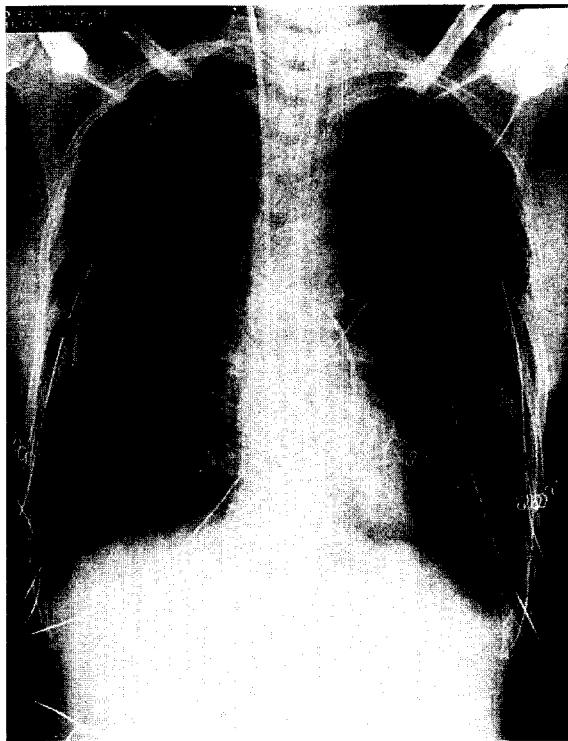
Chest radiograph obtained immediately after transplantation shows bilateral perihilar airspace consolidation.
